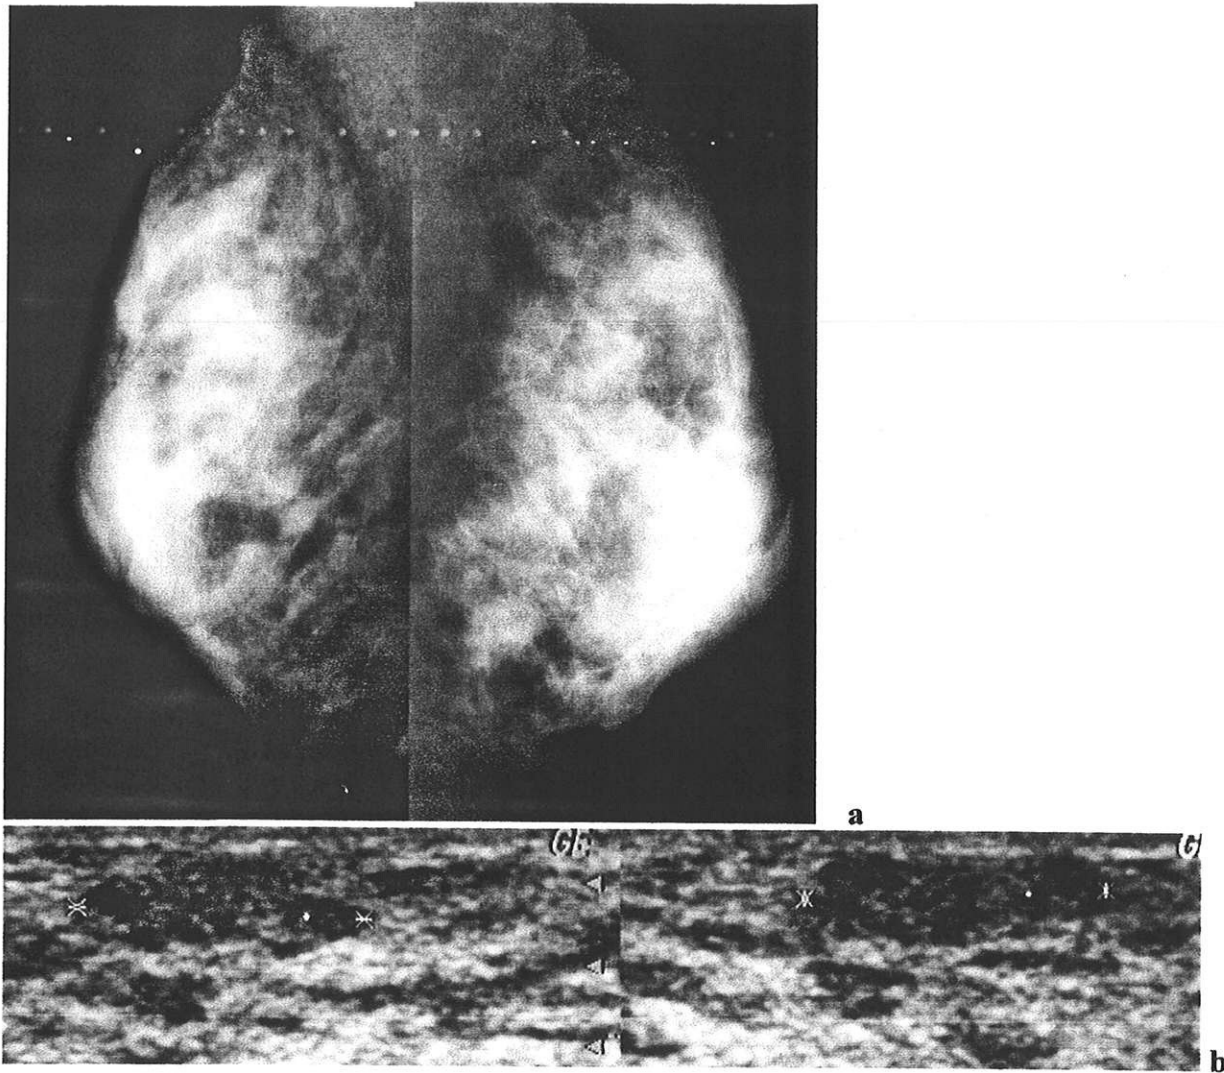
mammographie normale en incidences obliques (a) ; échographie classée BI-RADS 3.
